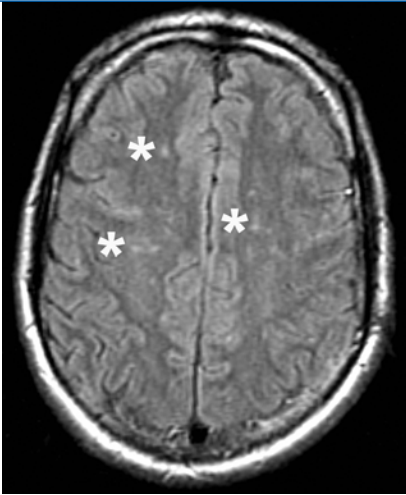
▲ Die Magnetresonanztomographie des Patienten (Ausschnitt der axialen T₂-Sequenz, Flair-Bild) zeigt bihemisphärisch in den Marklagern gelegene Signalveränderungen (Markierung) als Korrelat für die Fettembolien
